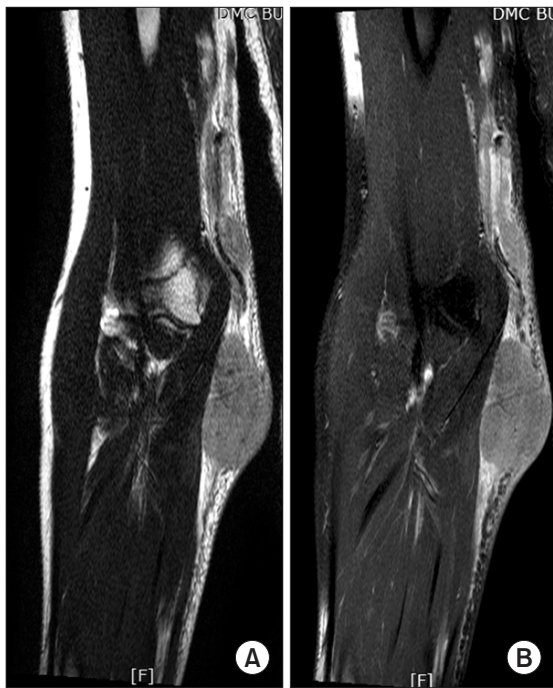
T2 weighted (A) and contrast enhanced (B) magnetic resonance imaging of the right medial elbow side shows that the lobulated enhancing mass passes through the ulnar nerve course.
